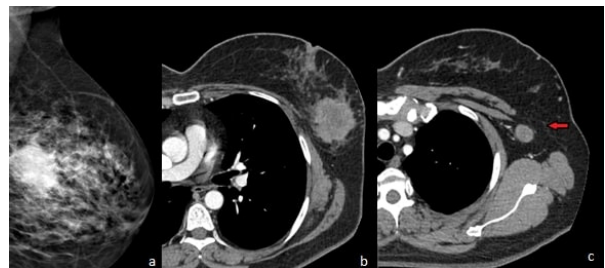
MLO projected left mammography image (a) and axial CT images (b) were demonstrated well defined, spiculated countered mass appearance in the outer central quadrant of left breast. CT image (c) axial region LAP's also demonstrated on CT (red arrow) which was not seen on MG secondary to macroscopic breast structure.
